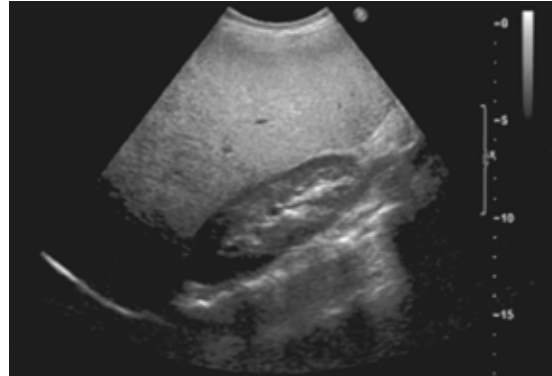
Liver ultrasonography showed hepatomegaly and moderate degree of fatty liver.
